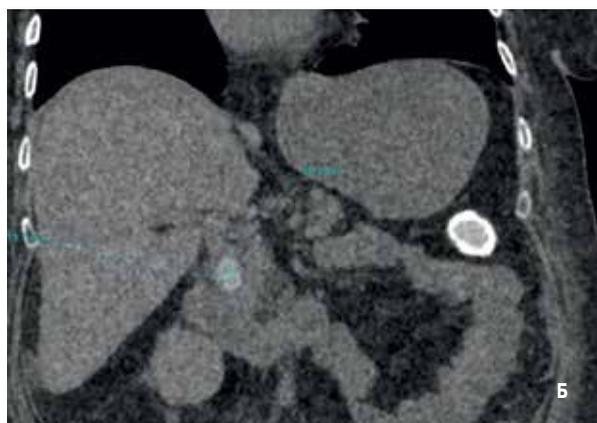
КТ брюшной полости пациентки Х., 49 лет с внутривенным контрастированием 16.01.2017 г.
